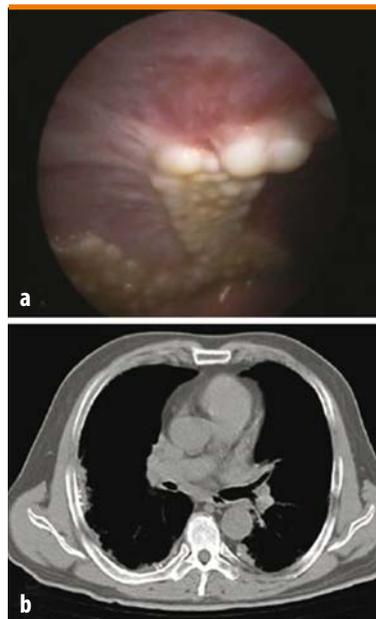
a, b. Placche pleuriche asbestosiche. Immagine toroscopica (a) e TAC (b)
